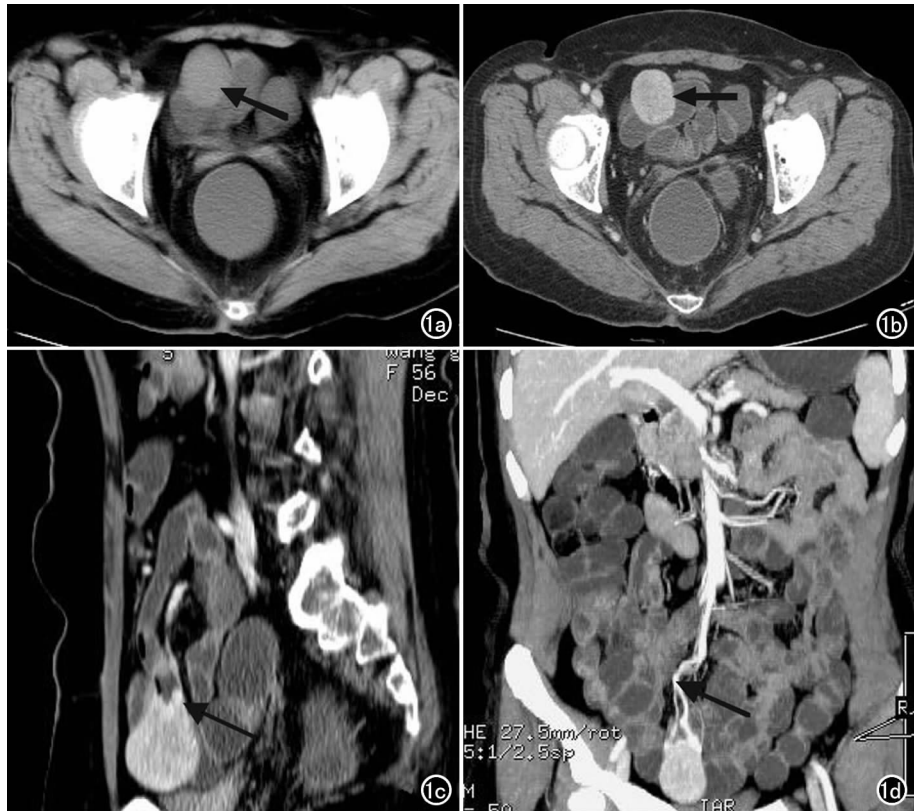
回肠良性 GIST。a) CT 平扫示回肠黏膜下圆形软组织密度影, 边界清(箭); b) 增强扫描动脉期见病灶明显均匀强化, 部分向腔外生长(箭); c) 矢状面 MPR 重组图像示病灶供血动脉(箭)显示清晰; d) 动脉期 MIP 重组图像示病灶供血动脉(箭)显示清晰。
